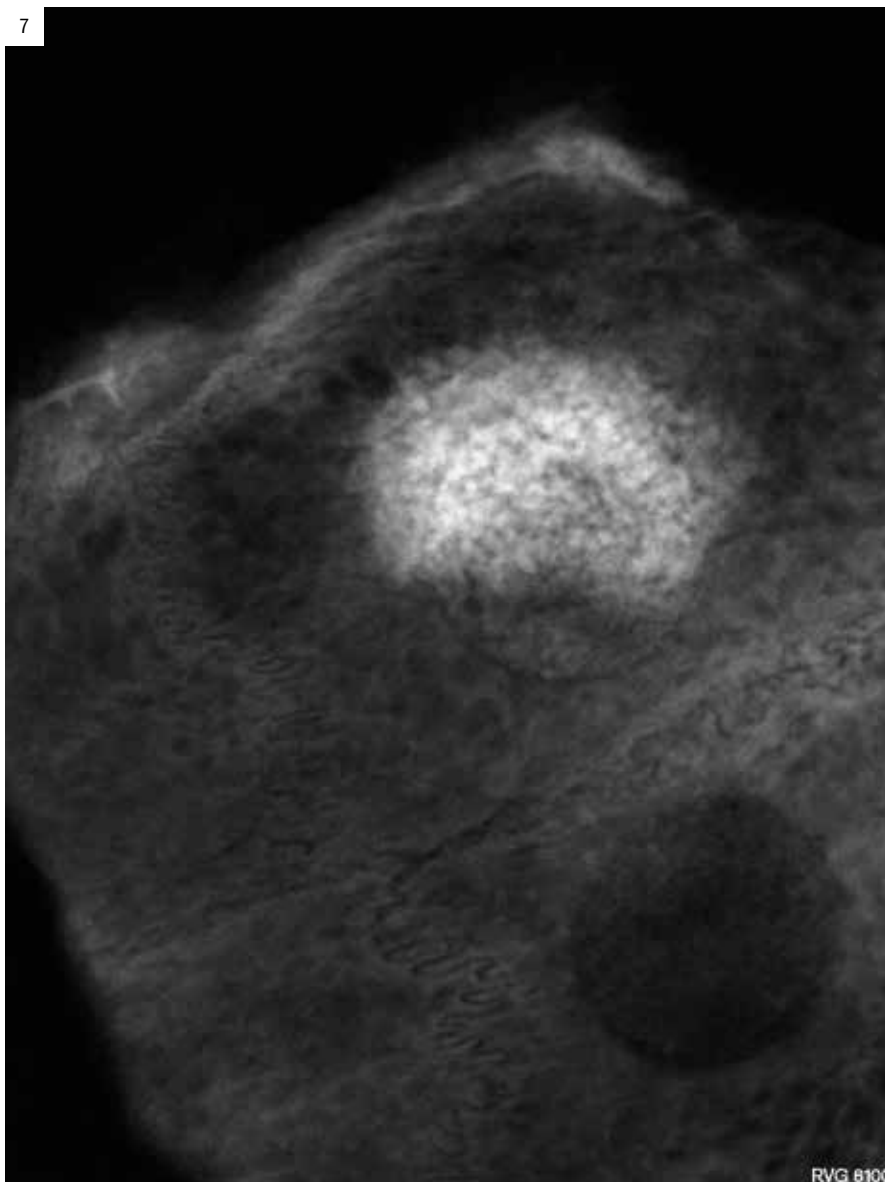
Radiografía de calota a 60 días de evolución.
